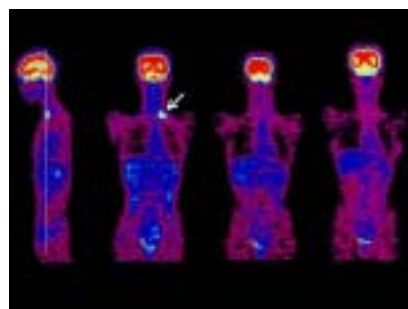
乳がん：左乳房に<sup>18</sup>F-FDG高集積の腫瘍を認める。腋窩リンパ節への集積は認めない。
